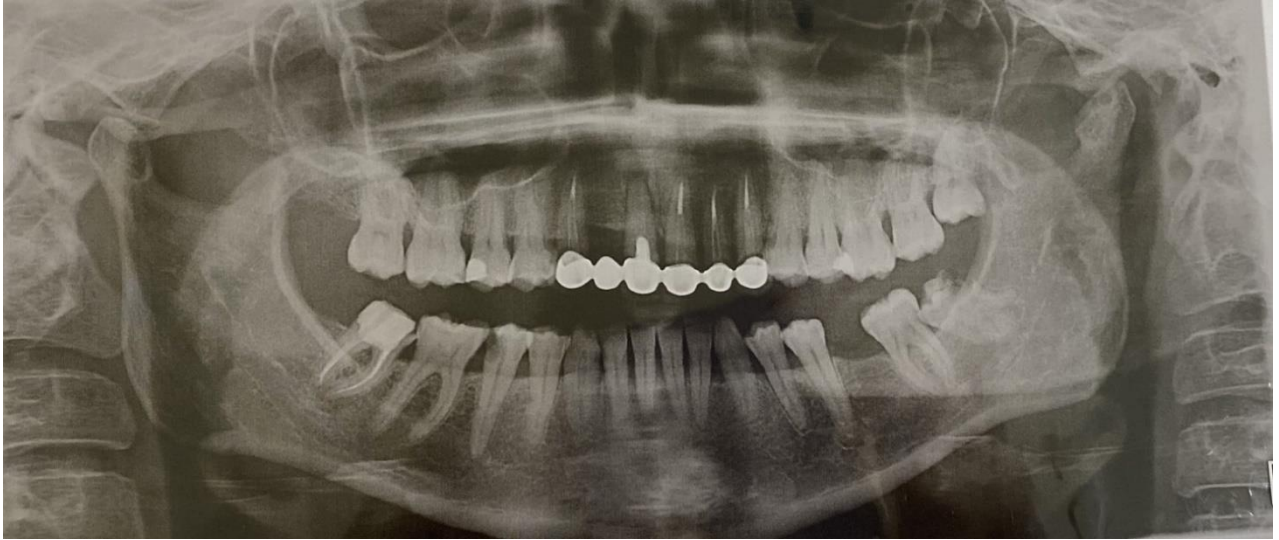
4. Типова ортопантомограма пацієнта КГ ІІІ
